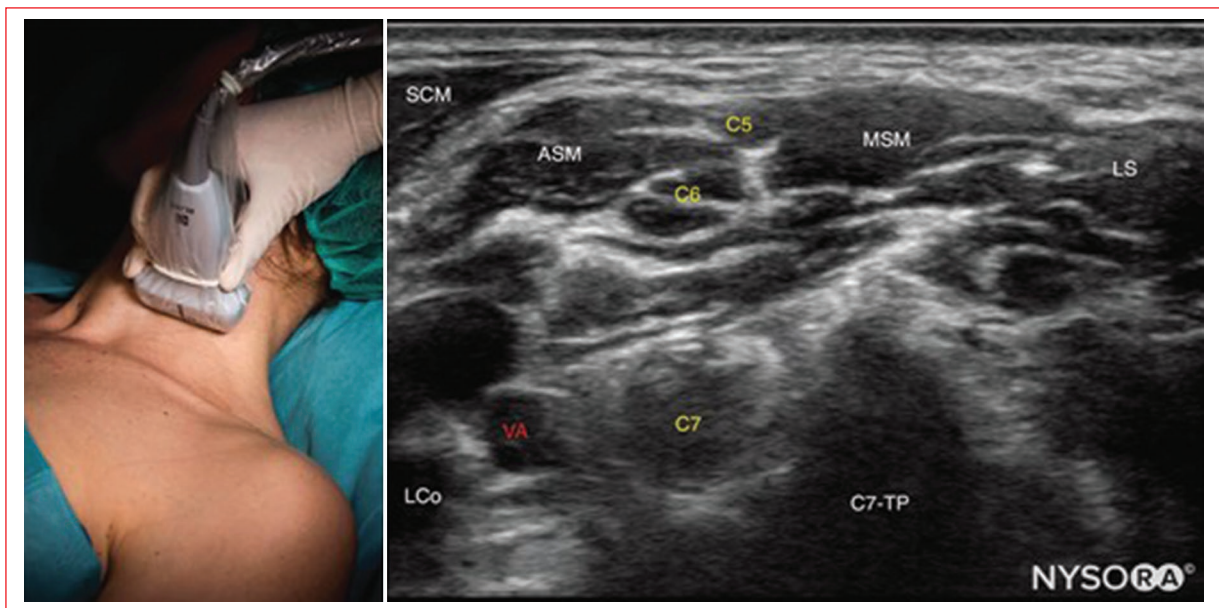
Ecografía del bloqueo interescalénico. ASM: músculo escaleno anterior; LCo: músculo largo de la cabeza; LS: músculo elevador de la escápula; MSM: músculo escaleno medio; SCM: músculo esternocleidomastoideo; TP: apófisis transversa; VA: arteria vertebral.
